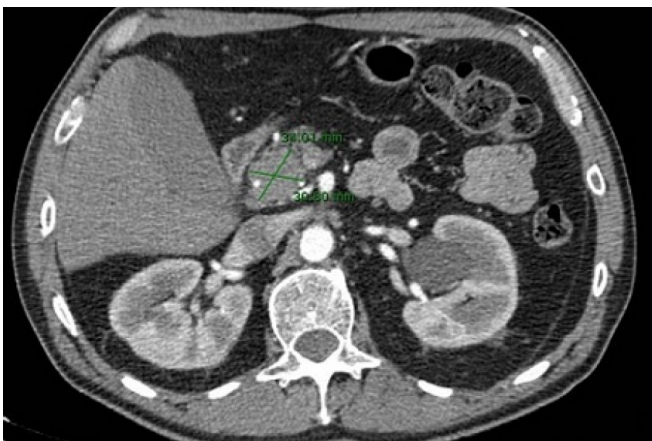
TAC abdominal: masa sólida de 3,5 cm x 3 cm en cabeza pancreática sin infiltración de estructuras vasculares.
